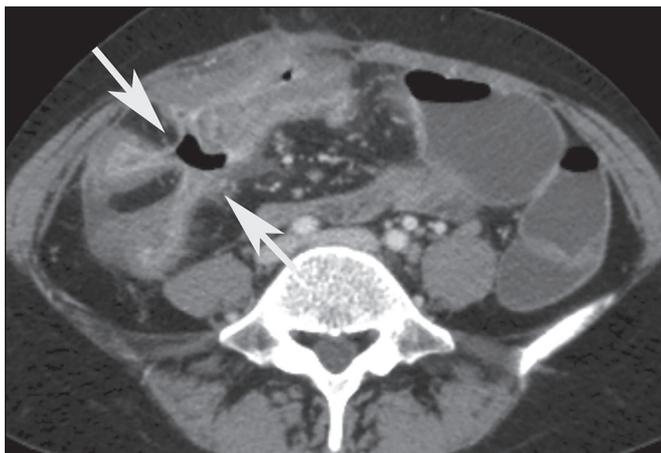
A: Estenose com espessamento parietal leve e realce estratificado, sem dilatação de alças a montante em segmento de delgado (seta), em TC pós-contraste no plano coronal. B: Estenose com espessamento parietal moderado e realce estratificado (seta), associado a leve dilatação de alças a montante (cabeça de seta) em segmento de delgado, em TC pós-contraste no plano axial. C: Estenose com dilatação acentuada de alças delgadas a montante (setas), em ERM na ponderação T2.
